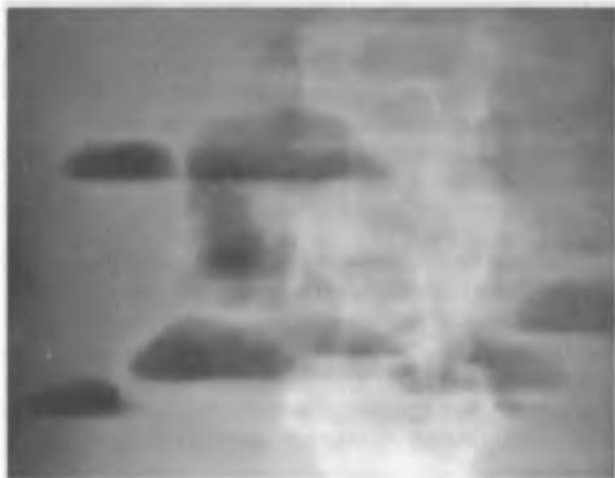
Обзорная рентгенограмма брюшной полости. Тонкокишечные уровни жидкости — чаши Клойбера.
